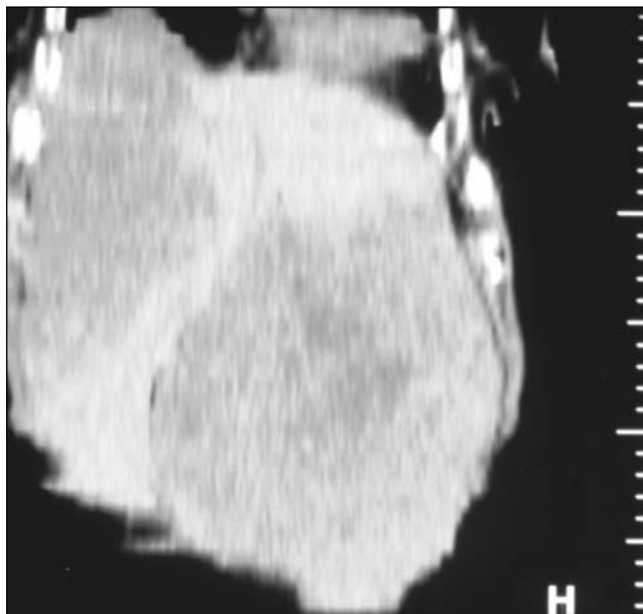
Reconstrucție CT preoperatorie 2D cu evidențierea formațiunilor tumorale de lob drept și stâng hepatic
